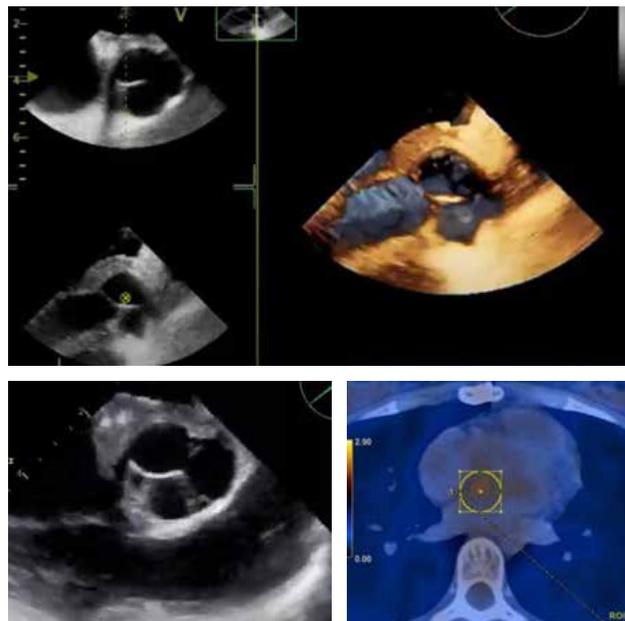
Ecocardiograma transesofágico con reducción significativa del tamaño del sarcoma mieloide cardiaco y PET-CT con un SUV de 2.5.
